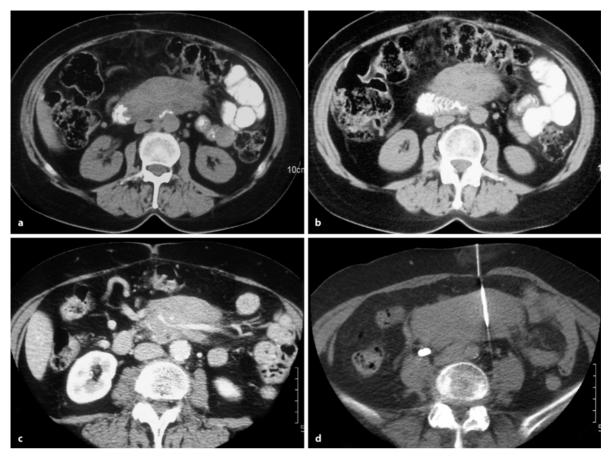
a-d. Das maligne Lymphom als Differenzialdiagnose der retraktilen Mesenteritis. a,b CT-Aufnahmen der Patientin aus Abb. 10.34 a-c dokumentieren eine Regression der mesenterialen und retroperitonealen Weichgewebeformationen nach Einleitung einer immunsuppressiven Therapie. Inhomogenitäten sind auch nativ noch erkennbar, Aszites
